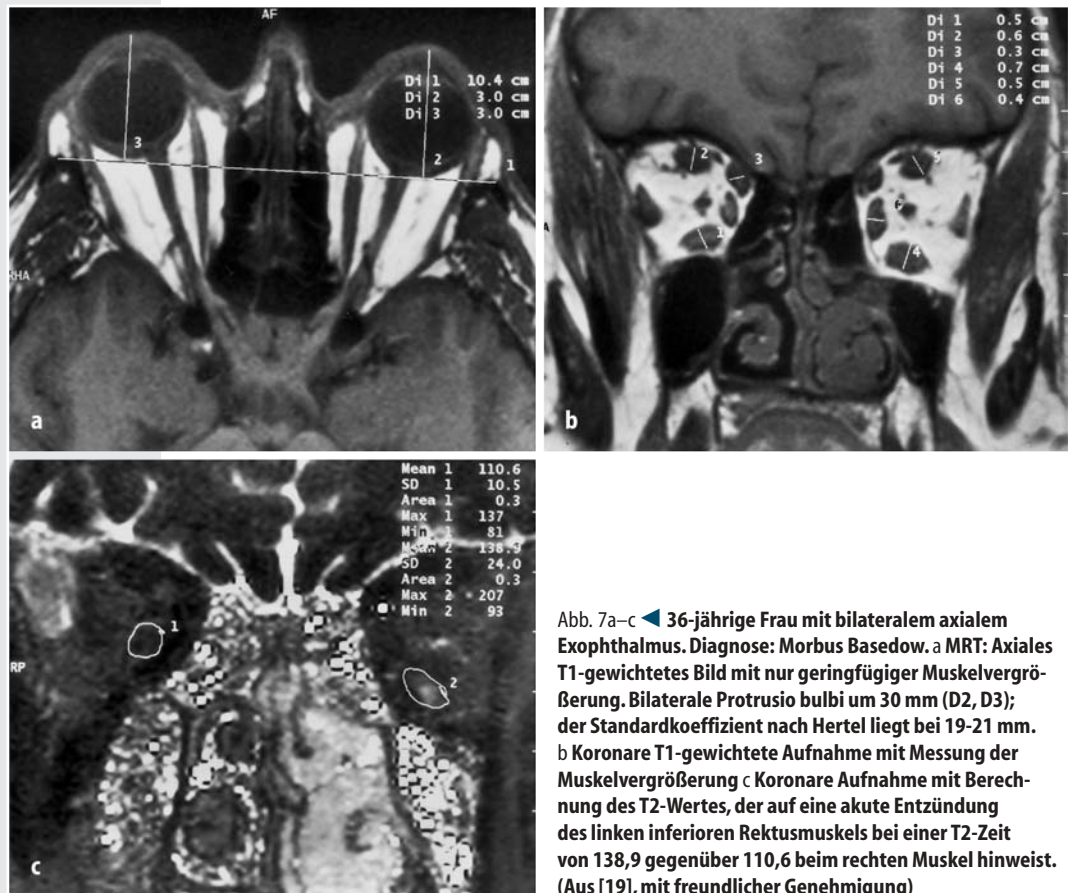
c ◀ 36-jährige Frau mit bilateralem axialem Exophthalmus. Diagnose: Morbus Basedow. a MRT: Axiales T1-gewichtetes Bild mit nur geringfügiger Muskelvergrößerung. Bilaterale Protrusio bulbi um 30 mm (D2, D3); der Standardkoeffizient nach Hertel liegt bei 19-21 mm. b Koronare T1-gewichtete Aufnahme mit Messung der Muskelvergrößerung c Koronare Aufnahme mit Berechnung des T2-Wertes, der auf eine akute Entzündung des linken inferioren Rektusmuskels bei einer T2-Zeit von 138,9 gegenüber 110,6 beim rechten Muskel hinweist. (Aus [19], mit freundlicher Genehmigung)
